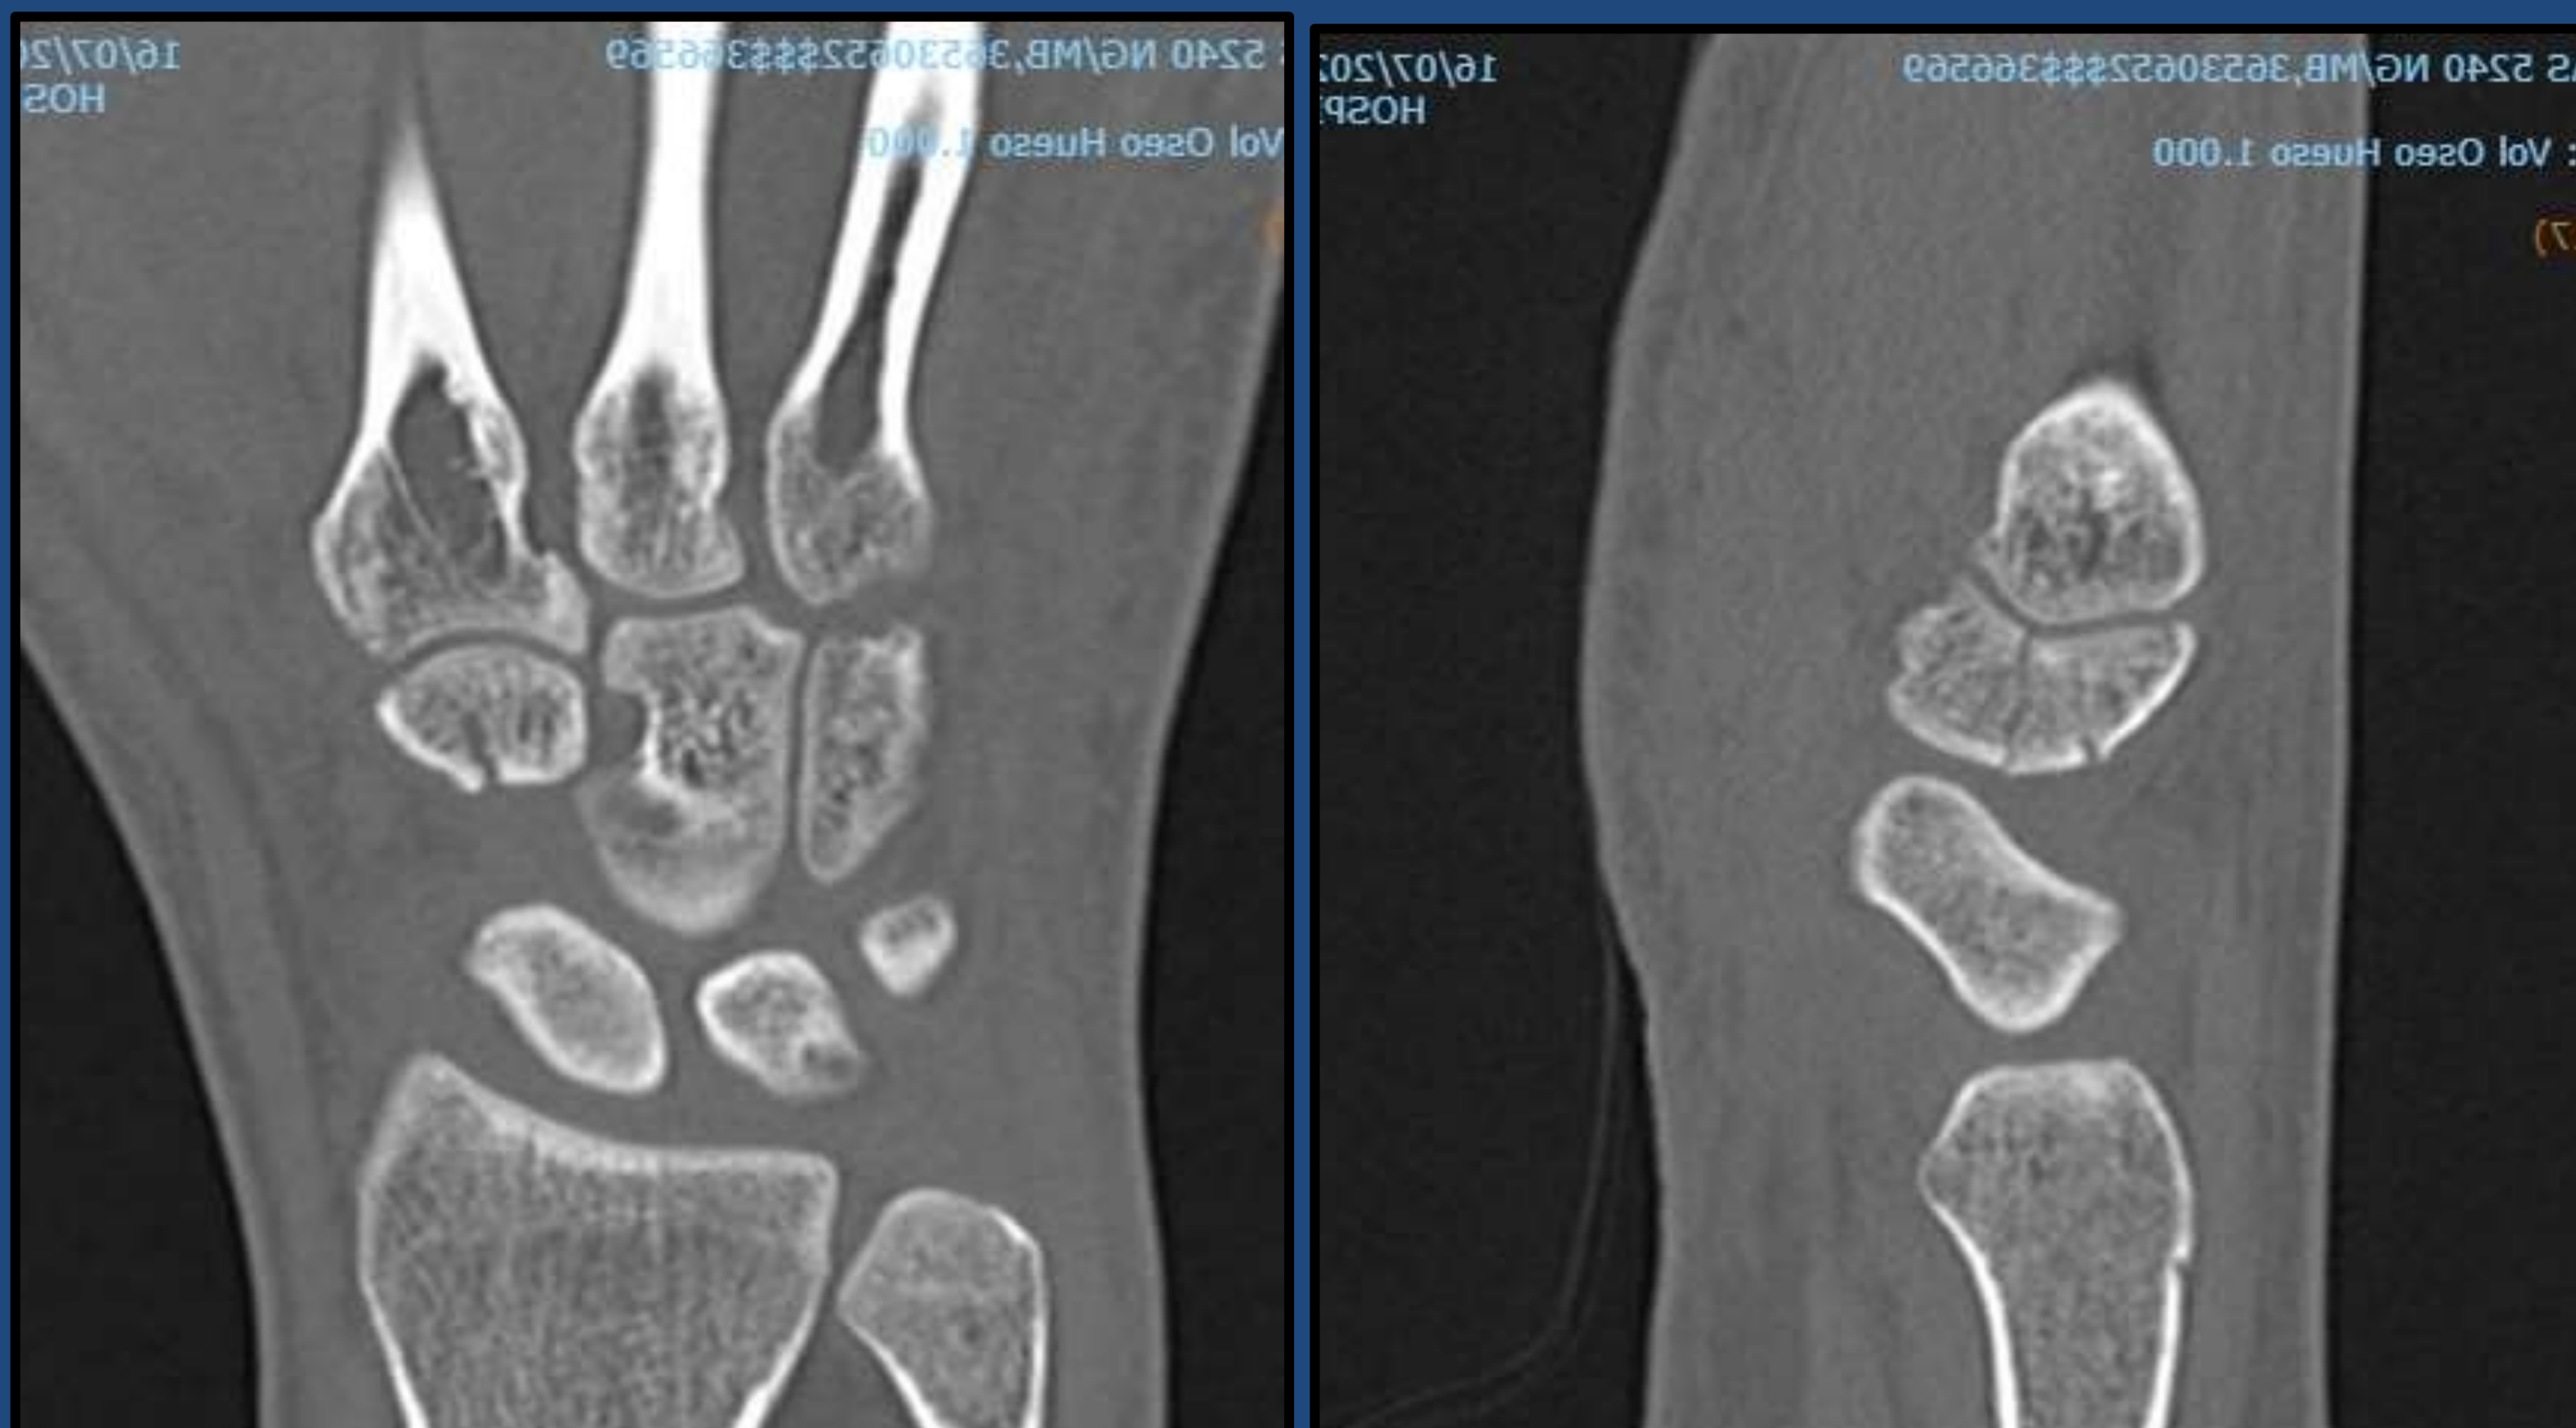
TAC de muñeca y mano derecha, corte axial, coronal y sagital
